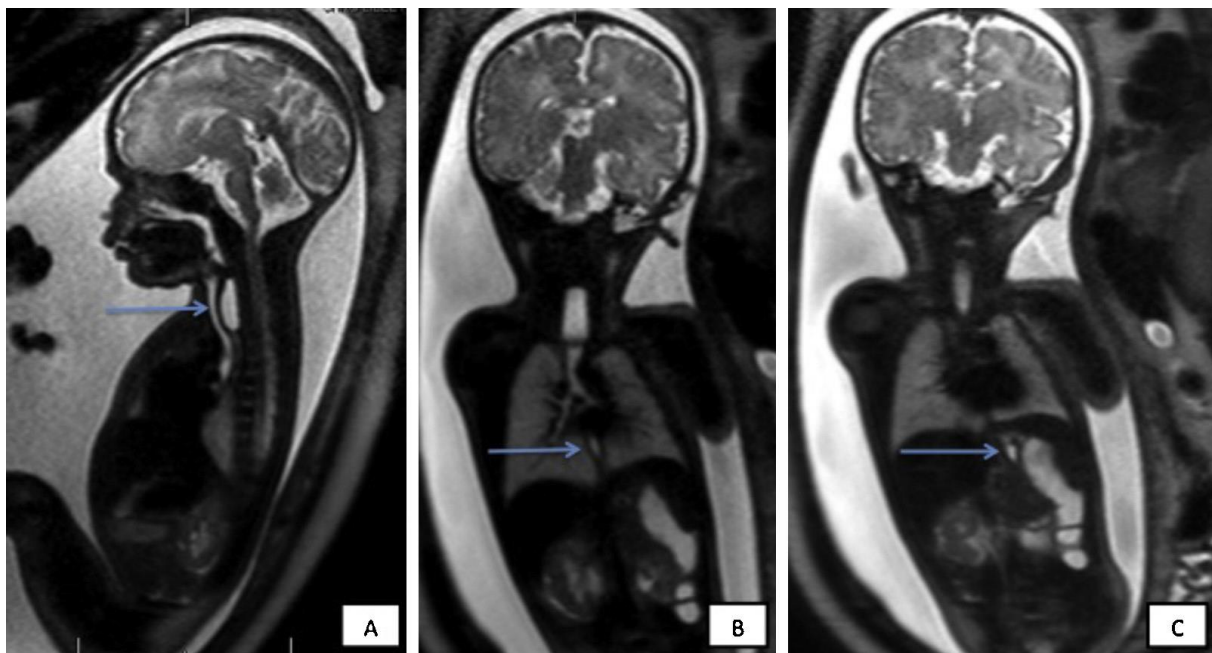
IRM séquence T2. A. Cul-de-sac supérieur (→). B. Bas oesophage (→). C. Petites estomac (→).
